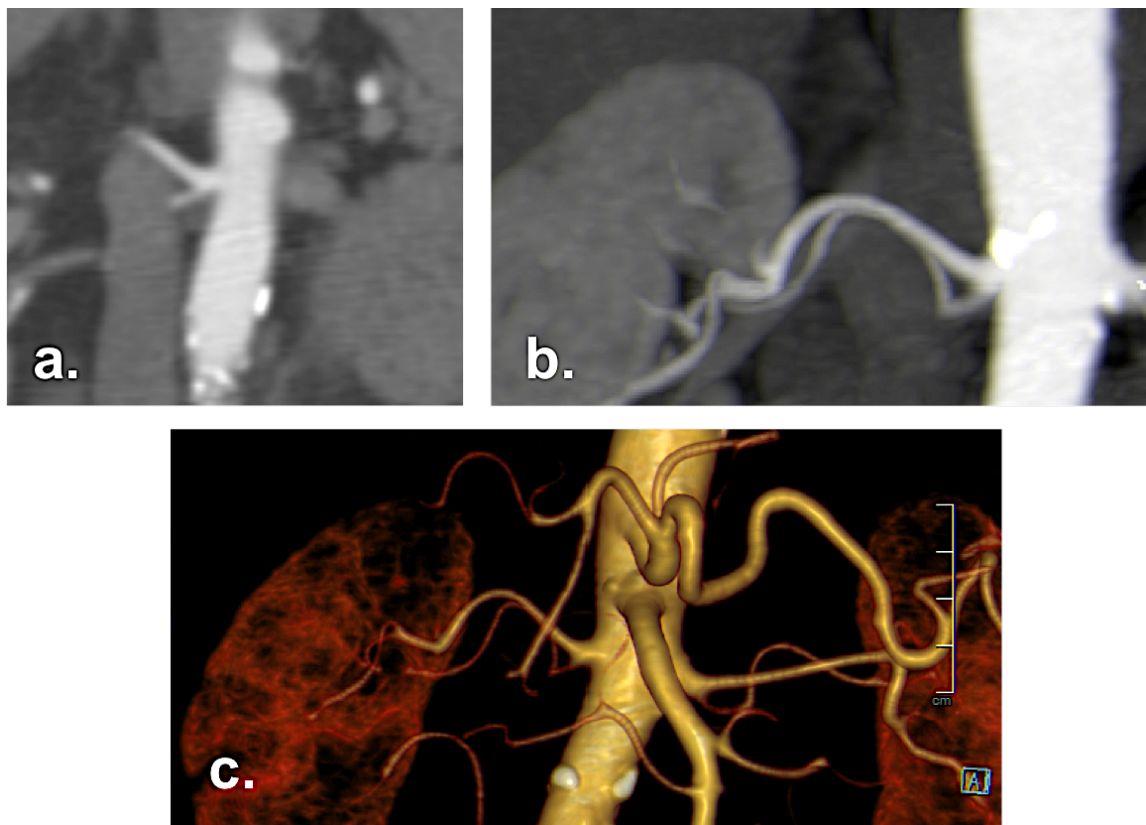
Reconstrucción MPR coronal (a), 3D MIP (b) y 3D Volume Rendering (c) de una angio-TC donde se identifica una bifurcación de la arteria renal principal a <math><1,5\text{cm}</math> del origen no visible con la ARM-TOF por no estar perpendicular al plano de adquisición.
